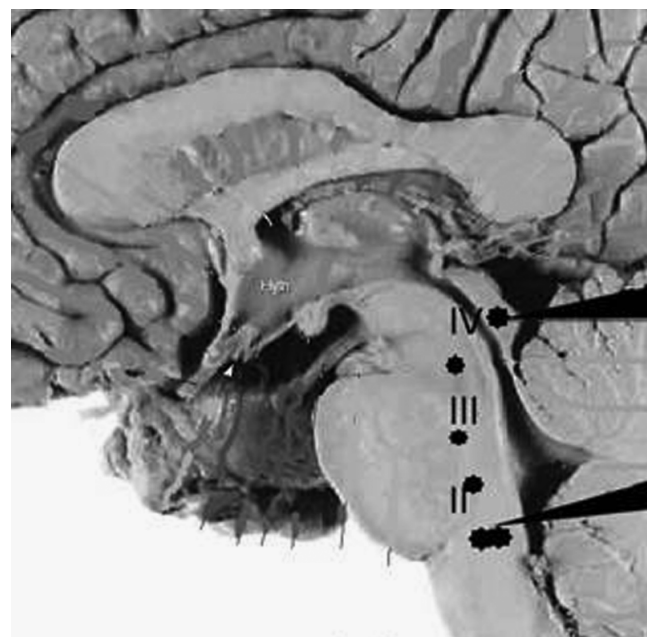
Анатомо-томографічні відповідності компонентам генерації викликаних потенціалів (цифрами II—IV позначено 2—4 компоненти СВПМС, стрілками — 1 та 5)
